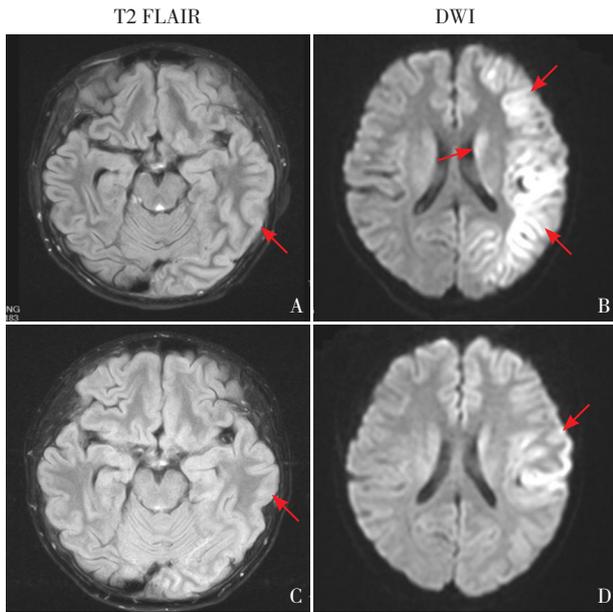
头部MRI A、B:左额顶枕叶大脑皮质及左侧丘脑-基底节区DWI呈明显高信号,邻近脑回肿胀。C、D:10d后复查显示,左额顶枕叶大脑皮质及左侧丘脑-基底节区DWI高信号大部分较前缩小,左额颞叶病灶呈高信号,邻近脑回肿胀较前明显好转。图A、C箭头所示为肿胀脑回,图B、D箭头所示为异常信号。
